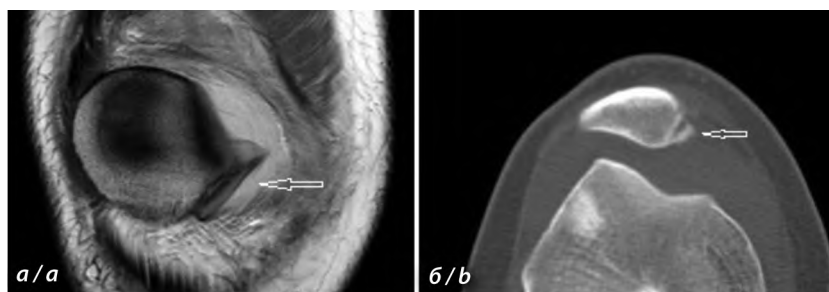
МРТ коленного сустава, фронтальный срез PDWI (а); КТ, аксиальный срез (б). Стрелки — частично фиксированные к надколеннику КХФ.
